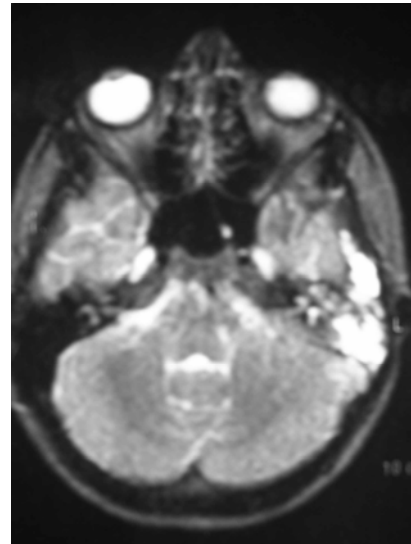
МРТ головного мозга у больного П. после операции, аксиальная проекция. Операционная полость в височной кости заполнена жировыми лоскутами, воздушная полость в полости черепа отсутствует.
